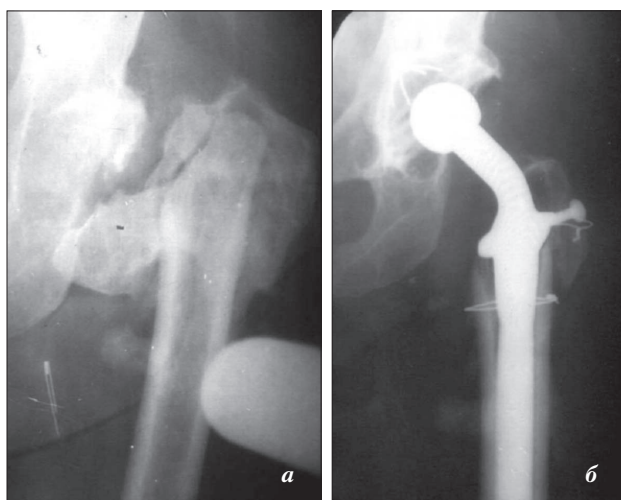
Рентгенограммы больной с последствиями многооскольчатого переломовывиха в тазобедренном суставе до (а) и после (б) операции
